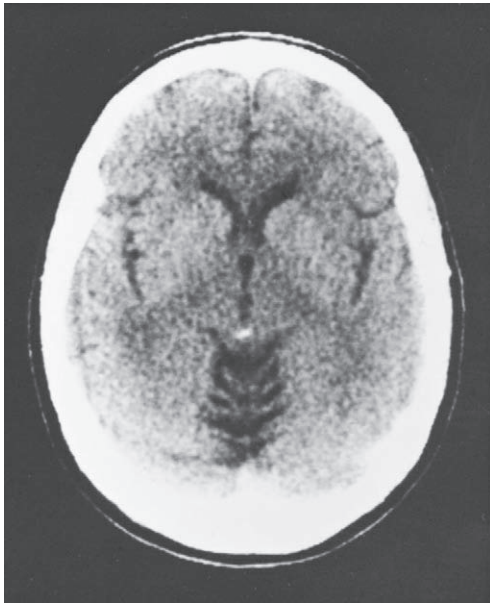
Imágenes de CT de un paciente alcohólico de 60 años de edad en las que se observa prominencia de los surcos cerebelosos de la línea media. El paciente experimentó marcha de base amplia y ataxia de las piernas durante muchos años. La muerte sobrevino por infarto del miocardio. El cerebelo, cortado en el plano medio-sagital (*abajo*), muestra atrofia foliar del vermis anterosuperior, característica de la degeneración cerebelosa alcohólica.
